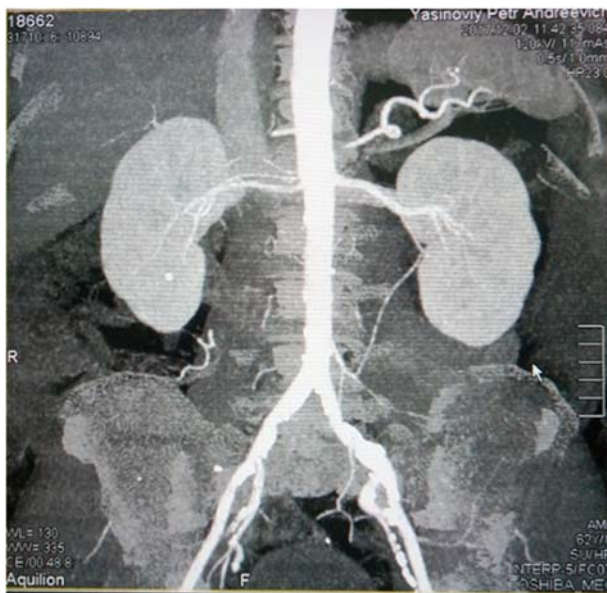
МСКТ. ОР реконструкція. Представлены правая главная хилярная артерия, добавочная хилярная артерия и верхняя полярная артерия, являющиеся ветвями аорты
